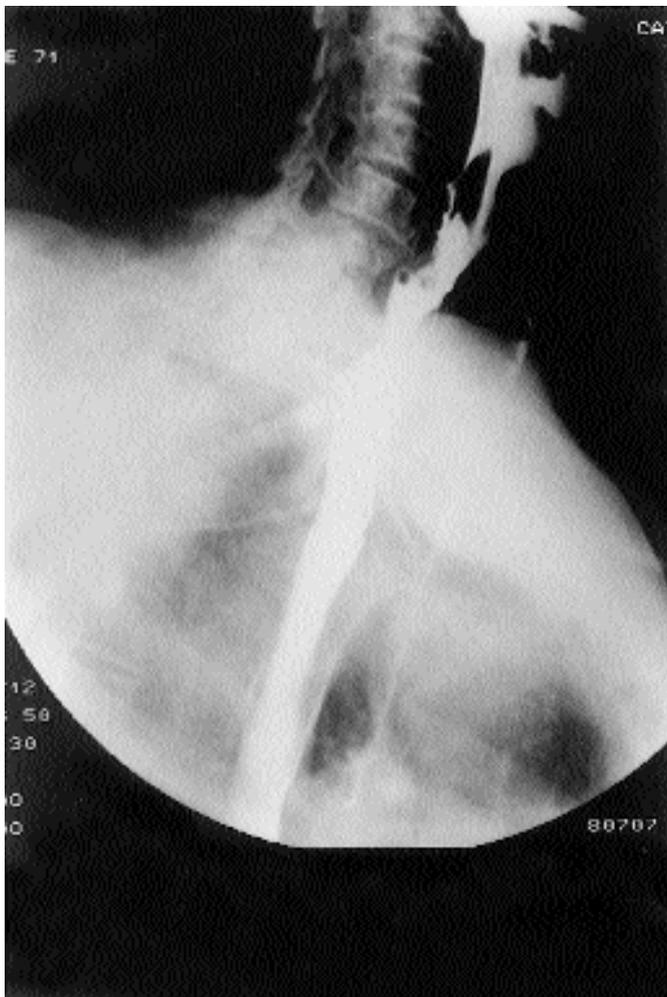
Rx esofago postoperatorio: dimostra la normalizzazione del quadro radiografico.
